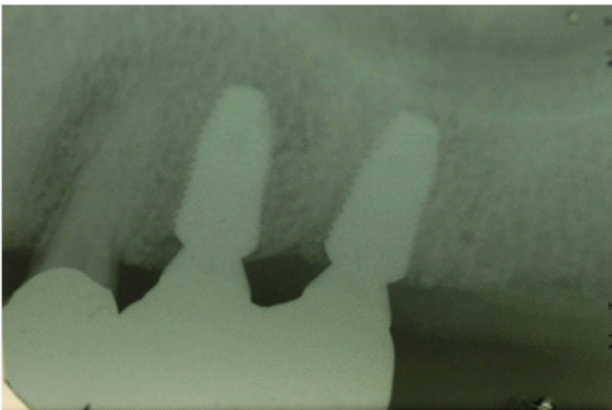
최종 보철물 시적 후 X-ray 사진.
